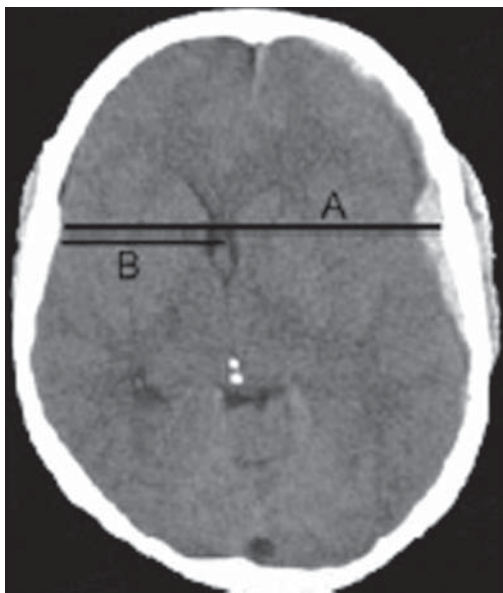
TC craneal, valoración de la desviación de la línea media. $DLM = (A/2) - B$.
